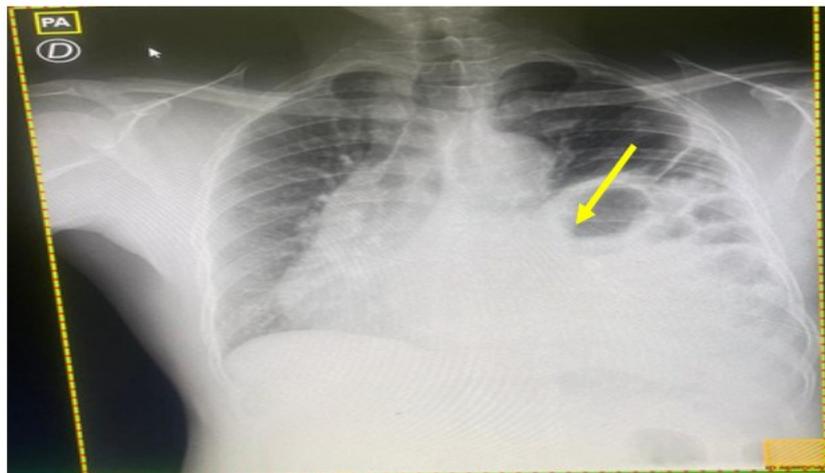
Radiografía de tórax anteroposterior (donde se precisan fracturas costales y cuerpo del estómago y colon transversal en cavidad pleural). (Foto tomada por el autor).
